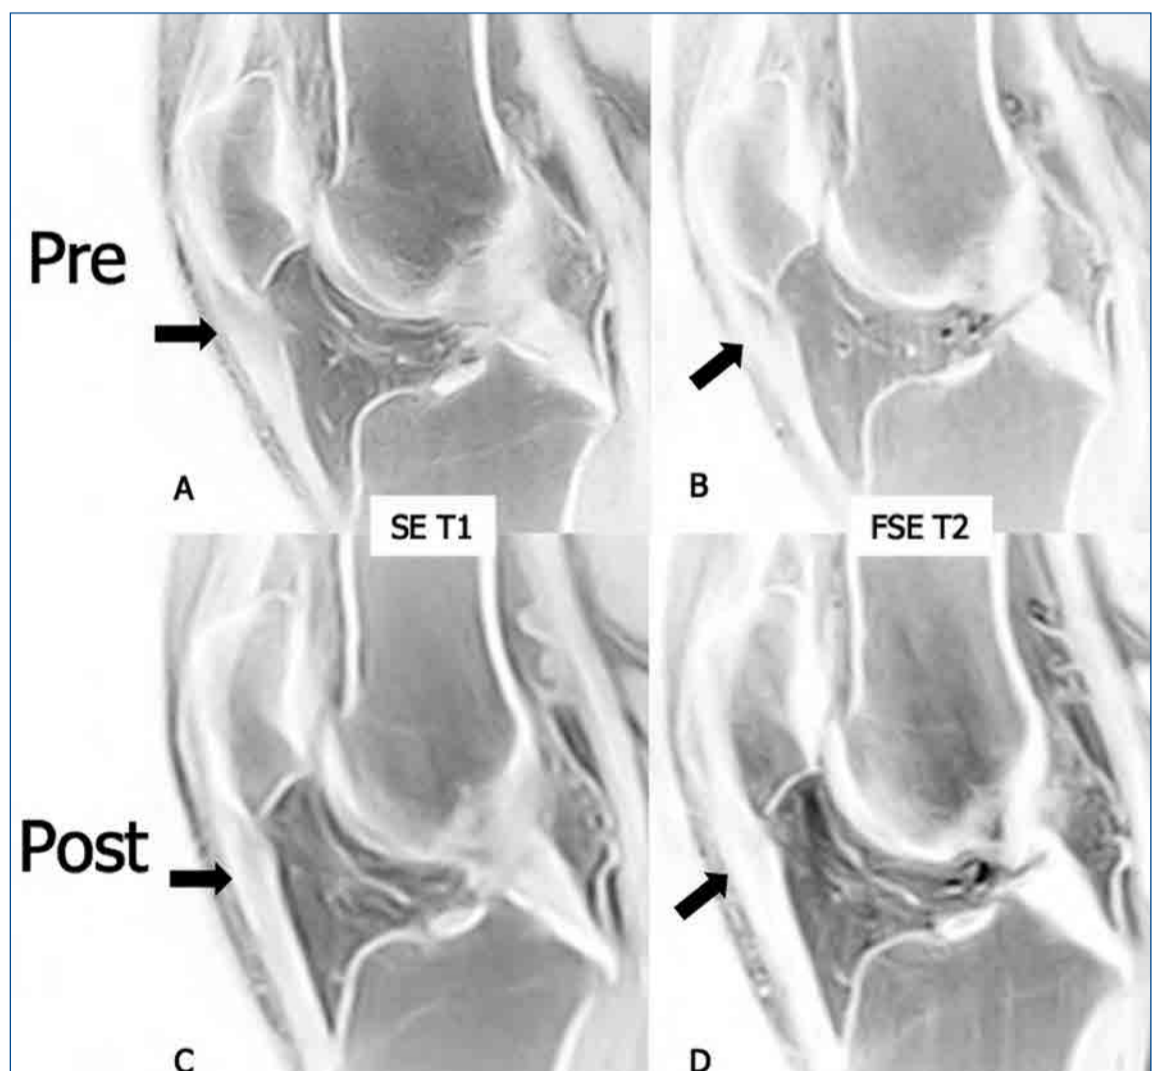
Trattamento con PRP di tendinopatia del rotuleo. Nelle immagini RM sagittali (A,B) pre-trattamento si documenta una tendinosi del tendine rotuleo (freccie). Il controllo RM a 3 mesi dal trattamento documenta quasi completa risoluzione della patologia (freccie in C,D).
